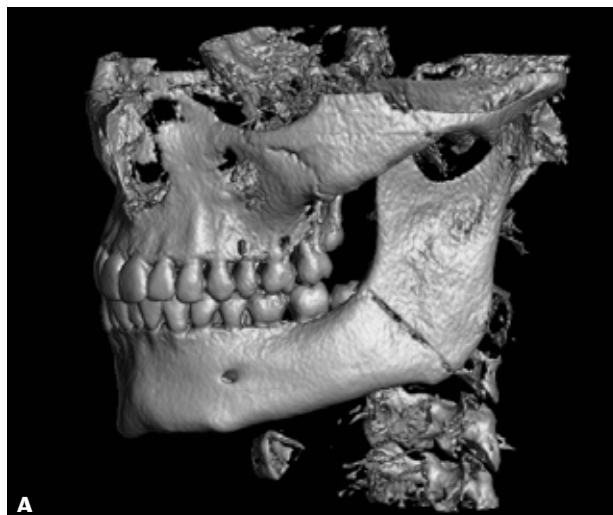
A. Præoperativ CT-scanningsbillede med tredimensionel rekonstruktion af frakturen svarende til venstre angulus mandibulae og B. postoperativ panoramarøntgenoptagelse, hvor frakturen er reponeret og stabiliseret med to osteosynteseplader. Tredjemolaren blev fjernet intraoperativt.
